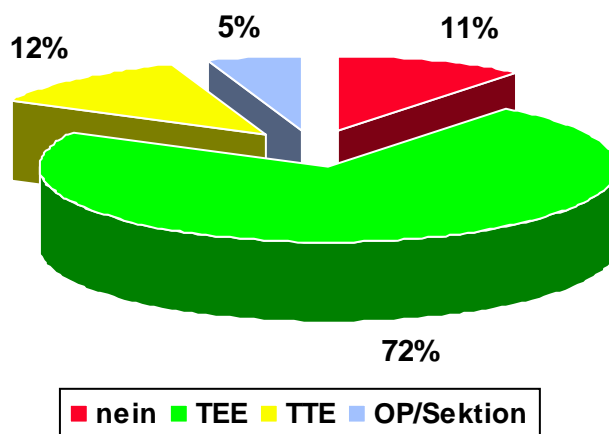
Vegetationsnachweis (TEE=transösophageale Echokardiographie, TTE=transthorakale Echokardiographie, OP=intraoperativ)
